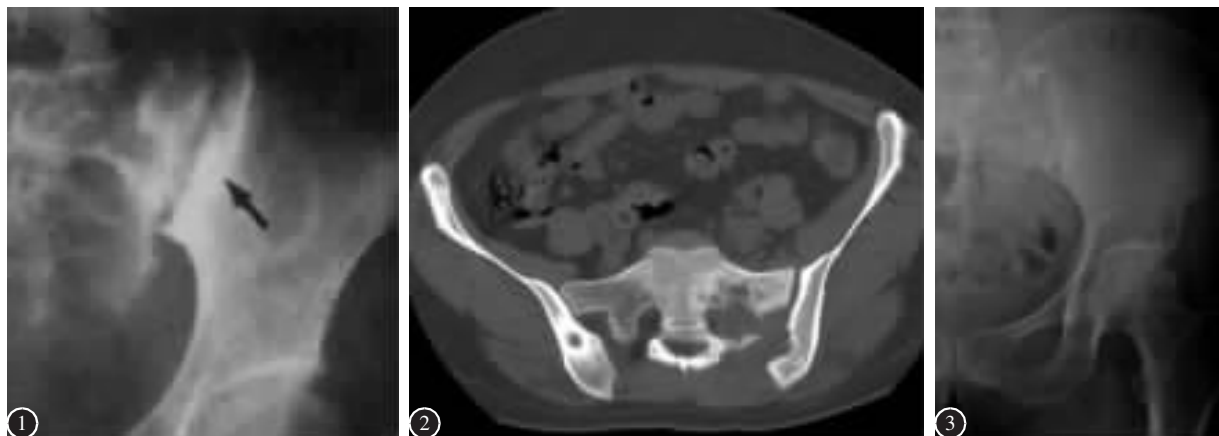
术前X线片示骶髂关节骨质破坏,有死骨形成 图2 术前CT示关节间隙增宽,关节面破坏 图3 后路病灶清除植骨融合术后1年X线片示植骨处关节融合
